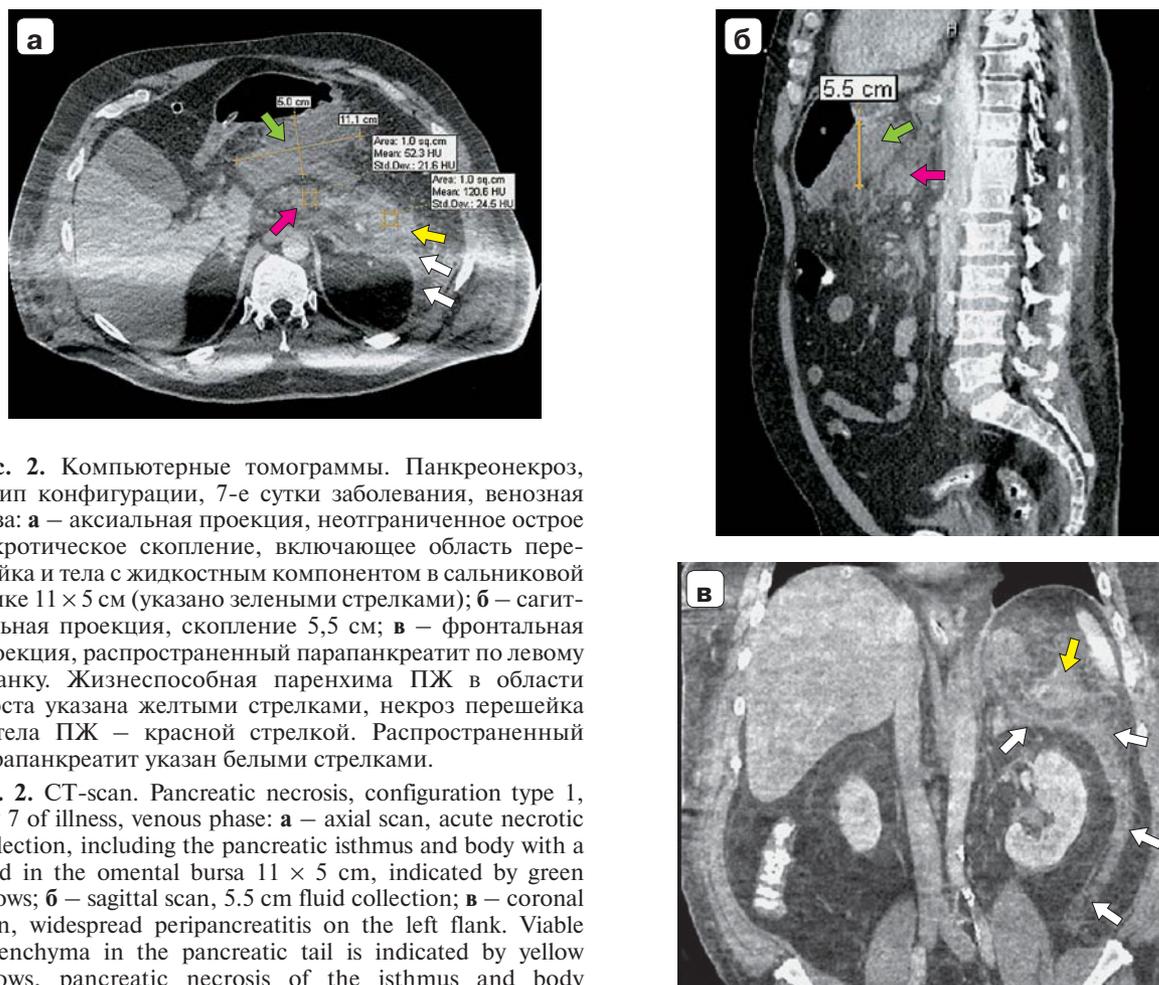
Компьютерные томограммы. Панкреонекроз, 1 тип конфигурации, 7-е сутки заболевания, венозная фаза: а – аксиальная проекция, неограниченное острое некротическое скопление, включающее область перешейка и тела с жидкостным компонентом в сальниковой сумке 11 × 5 см (указано зелеными стрелками); б – сагиттальная проекция, скопление 5,5 см; в – фронтальная проекция, распространенный парапанкреатит по левому фланку. Жизнеспособная паренхима ПЖ в области хвоста указана желтыми стрелками, некроз перешейка и тела ПЖ – красной стрелкой. Распространенный парапанкреатит указан белыми стрелками.
